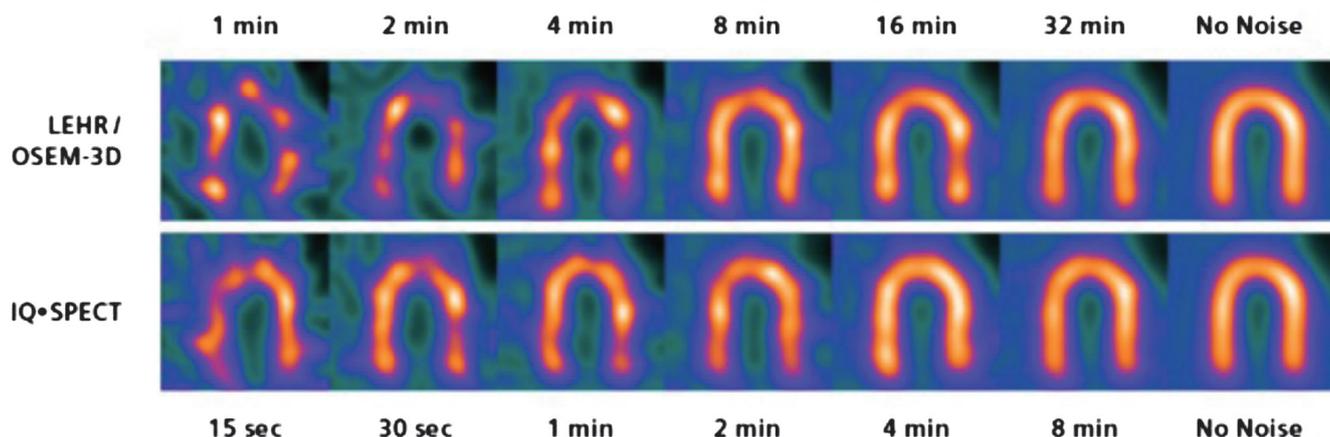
心筋ファントム実験による LEHR と IQ SPECT の比較
